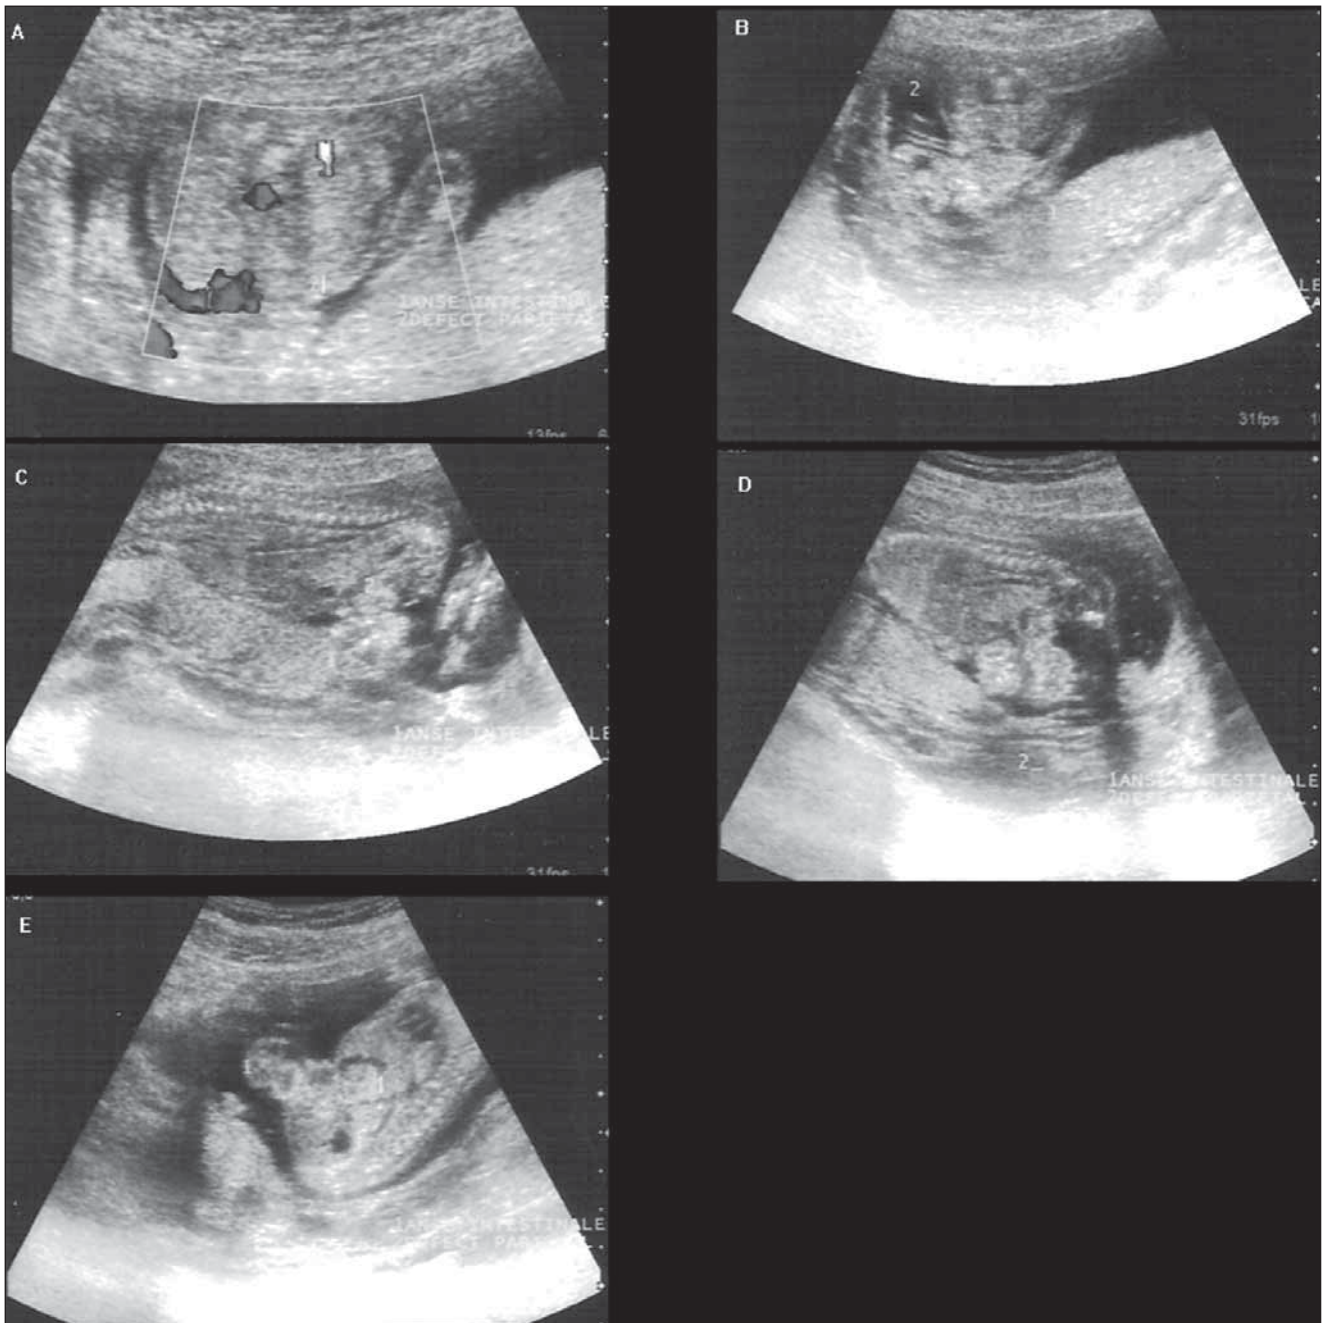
Sarcină de 17 săptămâni, făt de sex masculin, cu gastroschizis. A: secțiune ecografică transversală abdominală superioară la nivelul inserției cordonului ombilical, ce evidențiază defect al peretelui abdominal paramedian drept (2) prin care se exteriorizează intestinal hiperecogen (1). B: secțiune transversală abdominală ce evidențiază anse intestinale hiperecogene (1) care plutesc liber în lichidul amniotic; (2) cordonul ombilical. C, D: secțiune sagitală ce evidențiază traiectul venei ombilicale deasupra defectului și ficatul situat intraabdominal. Examinarea ecografică nu evidențiază hernierea altor organe abdominale în afara intestinului sau alte anomalii extradigestive. Părinții au decis întreruperea terapeutică a sarcinii, iar examenul anatomopatologic a confirmat anomalia.
